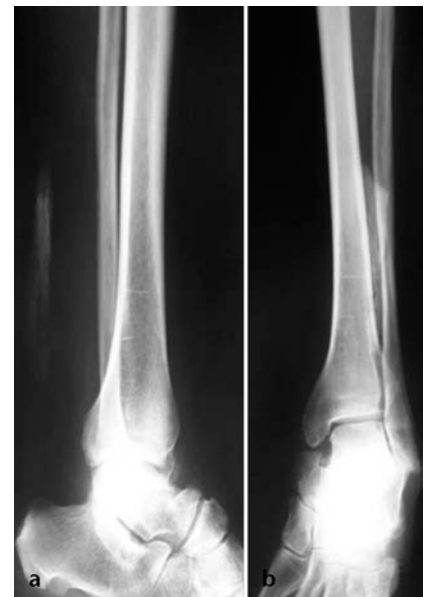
▲ Diagnostik der Achillessehnenossifikation mittels konventionellem Röntgen. Die a.-p. (a) und seitlich (b) im Stehen durchgeführten Röntgenbilder zeigen eine ausgedehnte Ossifikation der Achillessehne
